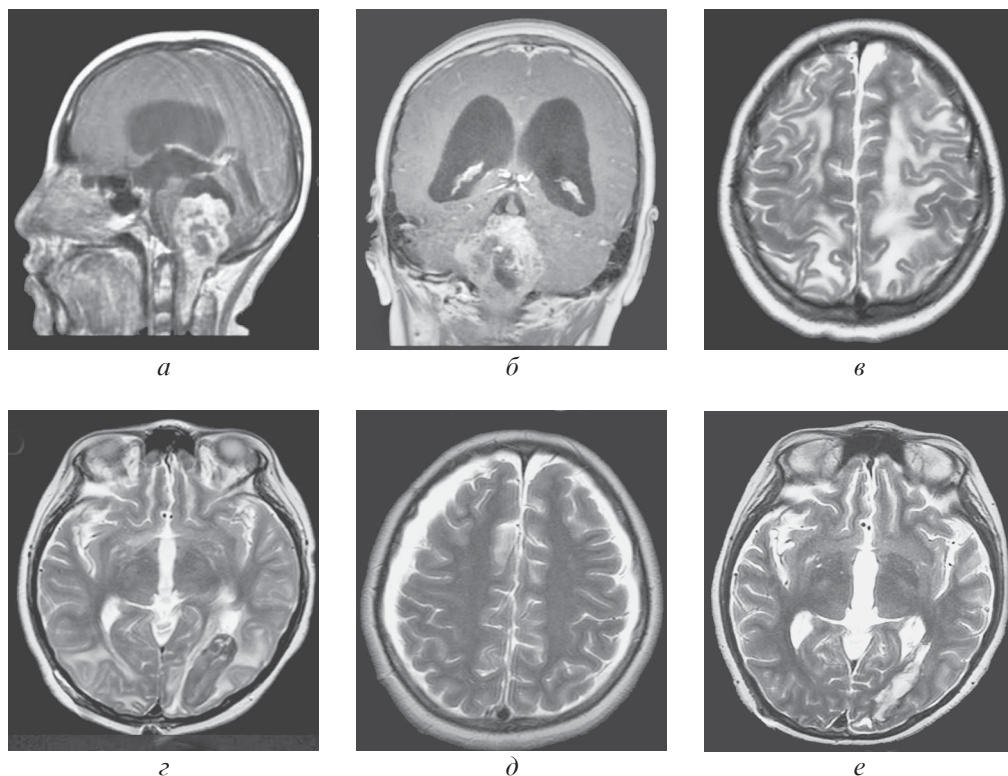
Пациент 14 лет, эпендимомы IV желудочка. Магнитно-резонансная томография: *a, б* — с контрастным усилением, T1 сагиттальные (*a*) и коронарные (*б*) изображения до операции; *в, г* — T2 аксиальные изображения в послеоперационном периоде с признаками PRES в лобных долях, стрелкой указана гематома в левой затылочной доле; *д, е* — через 2 мес. после операции, постишемические изменения в коре, организовавшаяся гематома в левой затылочной доле (L. Quarante et al., 2015)
